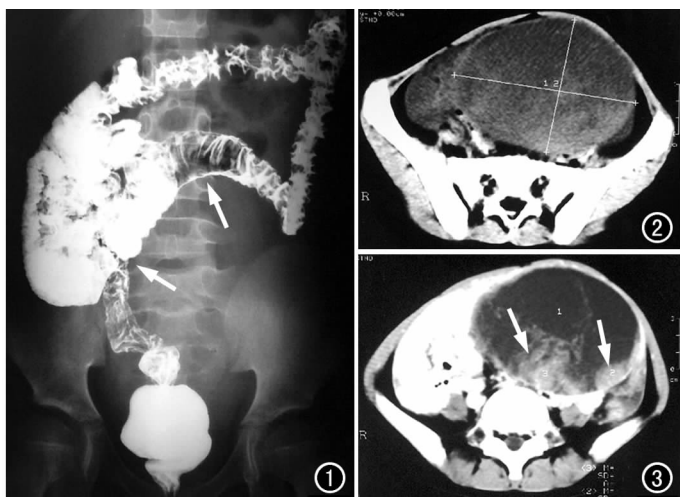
结肠钡剂灌肠,示乙状结肠、降结肠远段呈“弧形”向右上推移(箭)。图2 CT平扫盆腔偏左侧见一约8 cm×11 cm×11 cm类椭圆形边缘光整等、低密度肿块影,未见钙化及脂肪成分影。CT值为36.2~23.3 HU。图3 增强扫描示肿瘤呈不均匀强化,瘤内可见较大强化结节灶(箭)。
